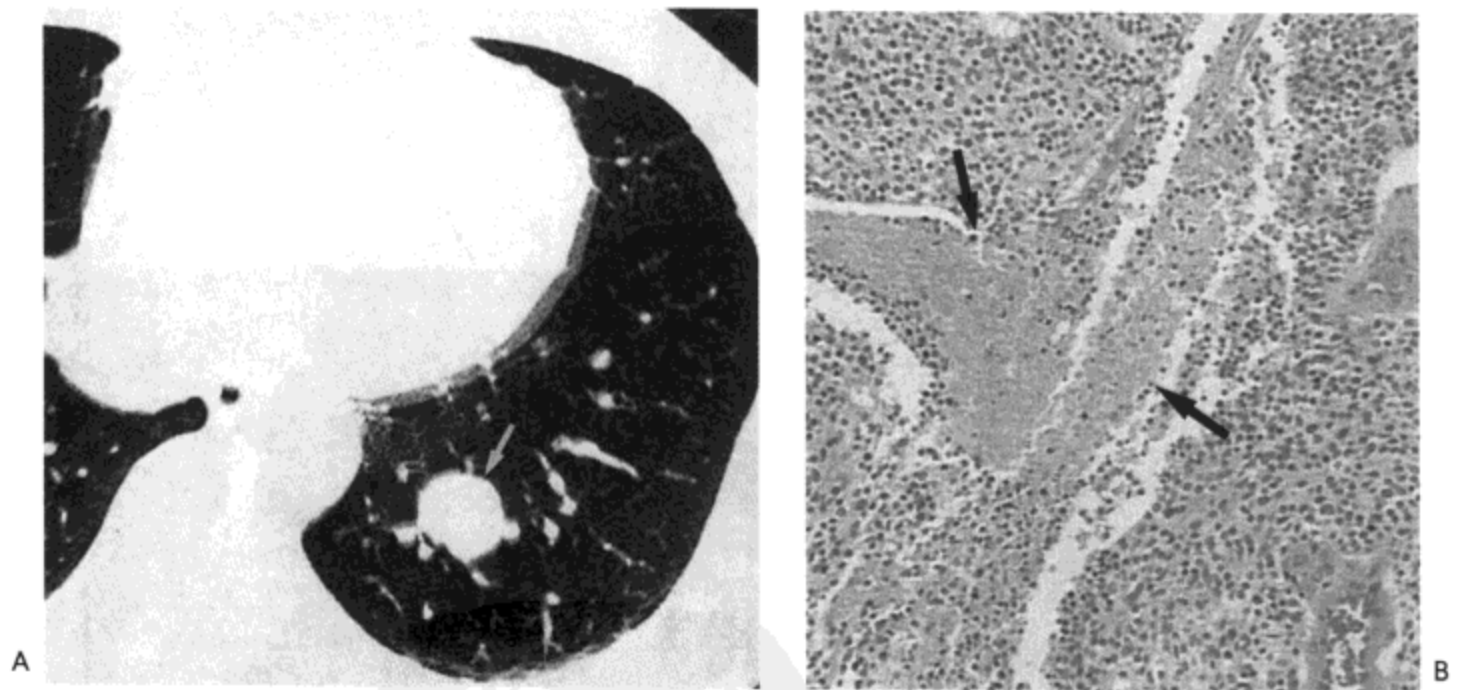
不典型类癌。A: CT影像(1.0mm层厚)示左肺下叶一边界清楚的结节(箭号)。B: 肿瘤光镜显微照片示肿瘤细胞胞浆中等量,细胞核圆形到卵圆形,相对均一,提示为典型类癌。然而可见明显的坏死灶(箭号),表明肿瘤应分类为不典型类癌。
